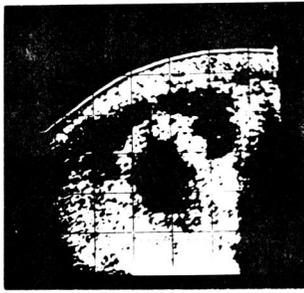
Ultrasonogram of angiomyolipoma in left kidney.
